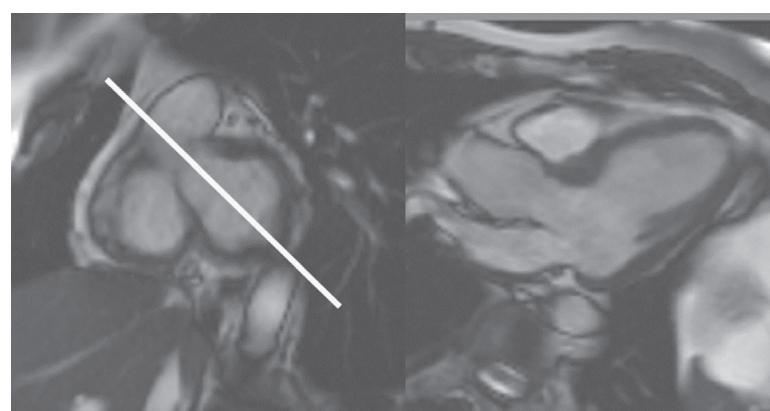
左:左室基部の短軸シネMRI 三腔長軸の計画線を白線で示す。右:三腔長軸シネMRI。
